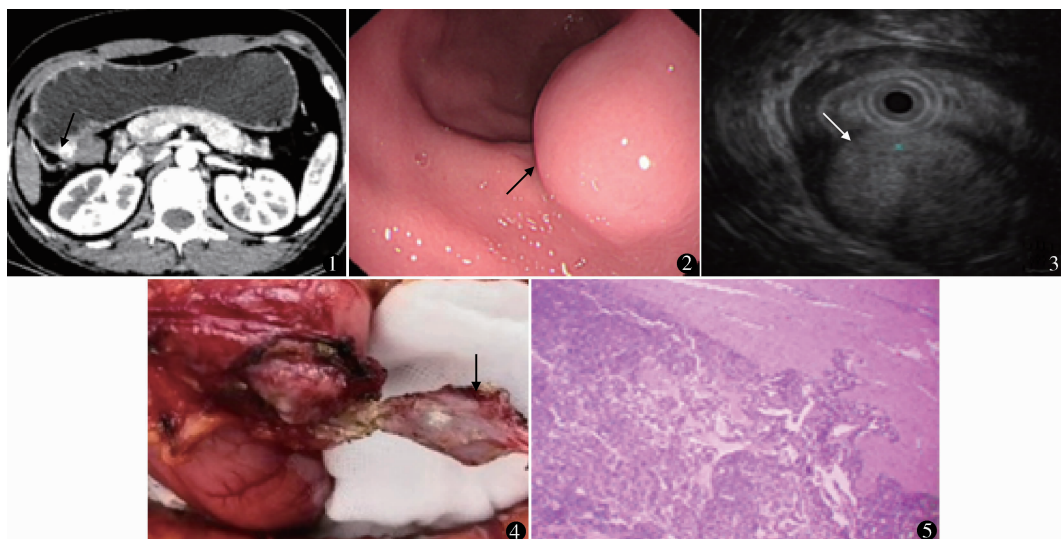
全腹增强 CT 见胃窦部右侧壁见结节影突向胃腔,直径约 1.7 cm 图 2,3 超声胃镜示胃窦黏膜后壁可见隆起型肿物,20 MHz 小探头观察病变,可见呈类圆形高回声改变,来源于第 3 层黏膜下层,大小约 14.9 mm × 11.7 mm 图 4 术中见胃窦后壁有一不规则椭圆形实性新生物,大小约 2 cm × 2 cm × 1 cm 图 5 肿瘤组织由形态一致的圆形细胞及增生血管构成,细胞核圆形,胞浆透明嗜酸,瘤细胞间见平滑肌细胞(HE 染色 ×100)
